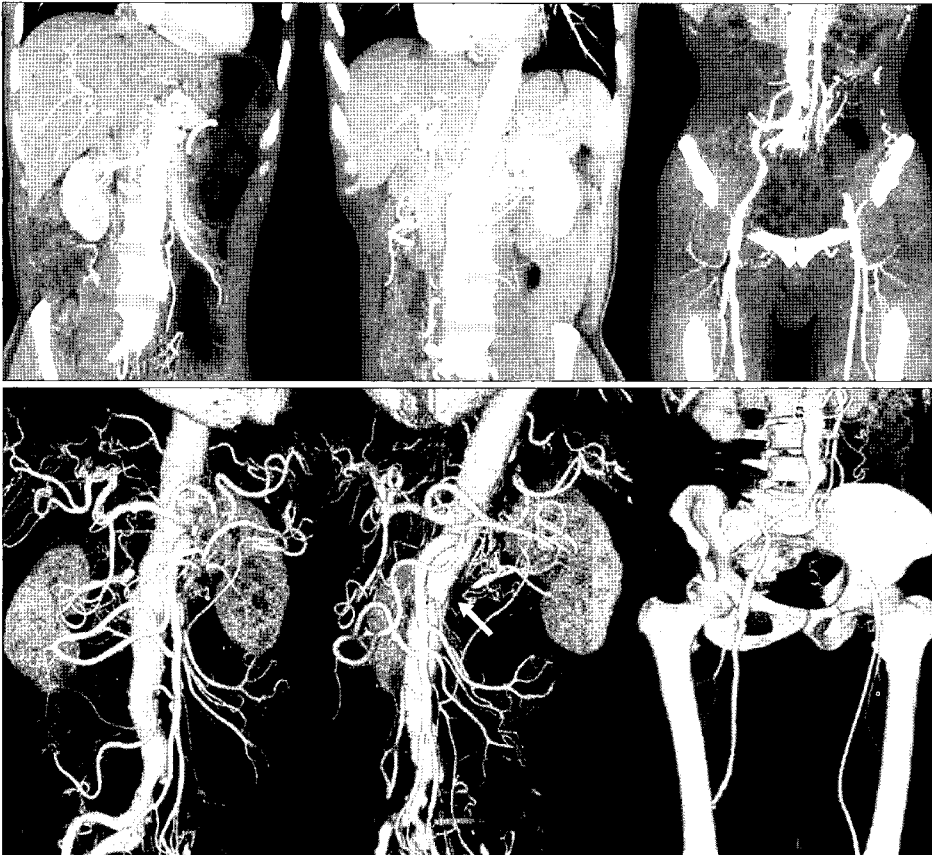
Preoperative CT angiography and 3-D reconstruction shows the atherosclerotic occlusion of both renal artery orifice and total occlusion of left common iliac artery with many collaterals.
